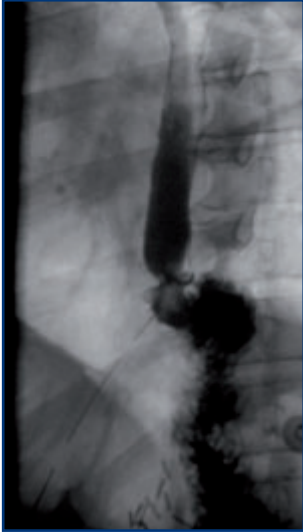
Postop. Röntgendarstellung der Ösophago – Jejunostomie am 6. postop. Tag
